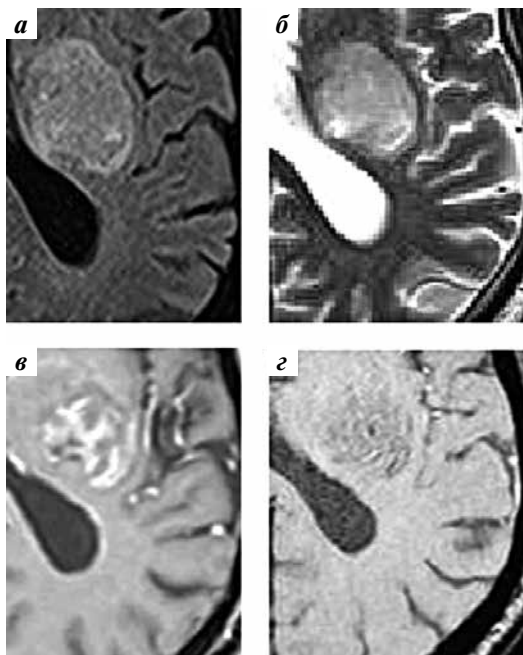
Магнитно-резонансная томография головного мозга. Первичная лимфома. Режимы: а — T2 FLAIR; б — T2; в — T1 с внутривенным контрастированием; г — SWI. Интенсивное накопление контрастного вещества при единичном гипоинтенсивном участке на SWI-взвешенных изображениях (ITSS 1)
